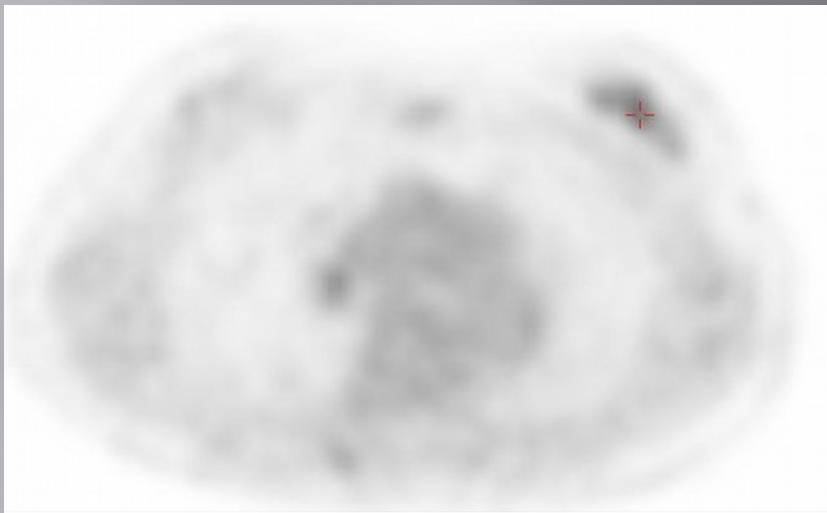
Bone scan (A) and PET/CT (B) findings in patient with clinical T4bN3 (stage IIIC) estrogen receptor-positive, progesterone receptor-negative, HER2-negative, grade 3 invasive ductal carcinoma of left breast. PET/CT showed locally advanced primary breast cancer with axillary and supraclavicular lymph nodes, as well as numerous distant metastases to bones and pleura. Bone scanning was true-positive, showing faint uptake at lower part of left sacroiliac joint.
